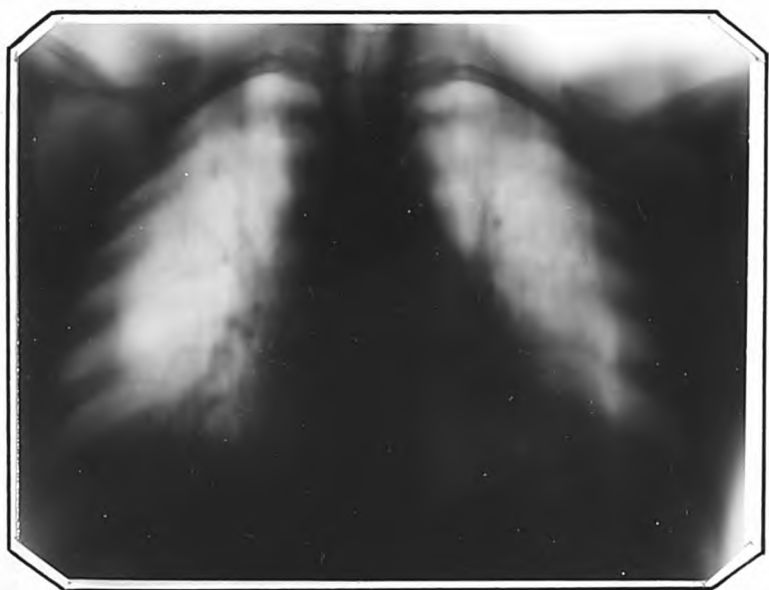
Томограмма т.Ш., от 13.П.1958 г. (срез 6 см).
